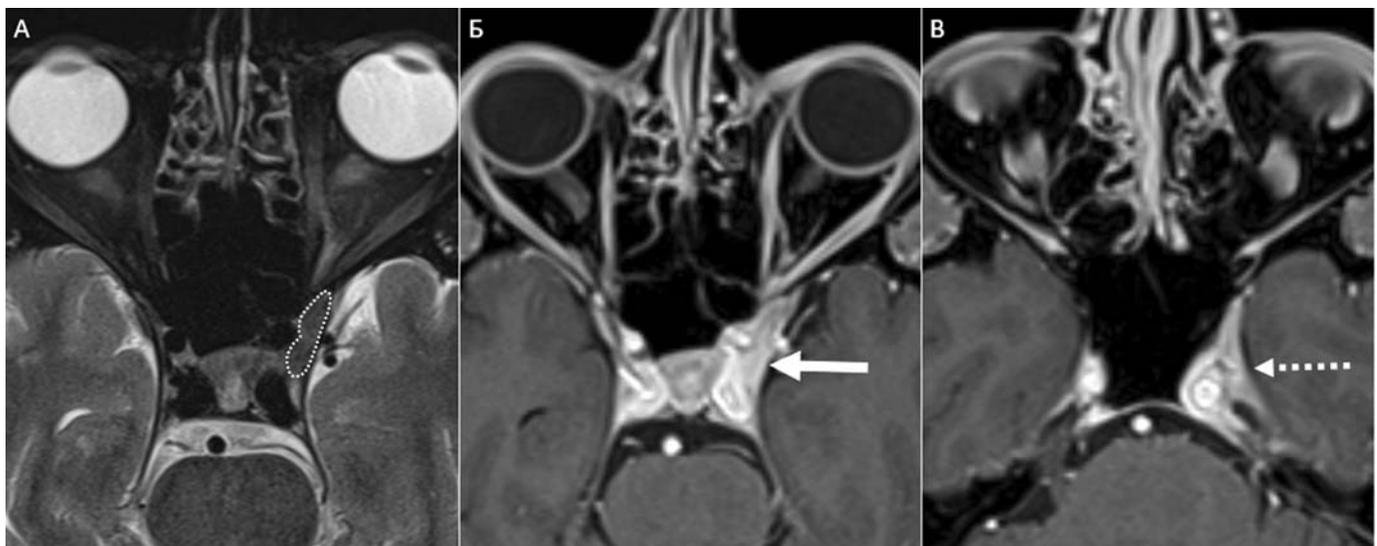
МРТ головного мозга больного Ф. с рецидивирующей болевой офтальмоплегической невропатией (синдромом Толосы–Ханта), аксиальные изображения: А — режим T2-FatSat. Неспецифический воспалительный процесс в стенках левого ПС с переходом на левую верхнюю глазничную щель (обозначен пунктирной линией); Б — режим T2-FatSat. Расширение левого пещеристого синуса (широкая стрелка); В — режим T1-FatSat. Накопление контрастного вещества утолщенной твердой мозговой оболочкой (пунктирная стрелка)
